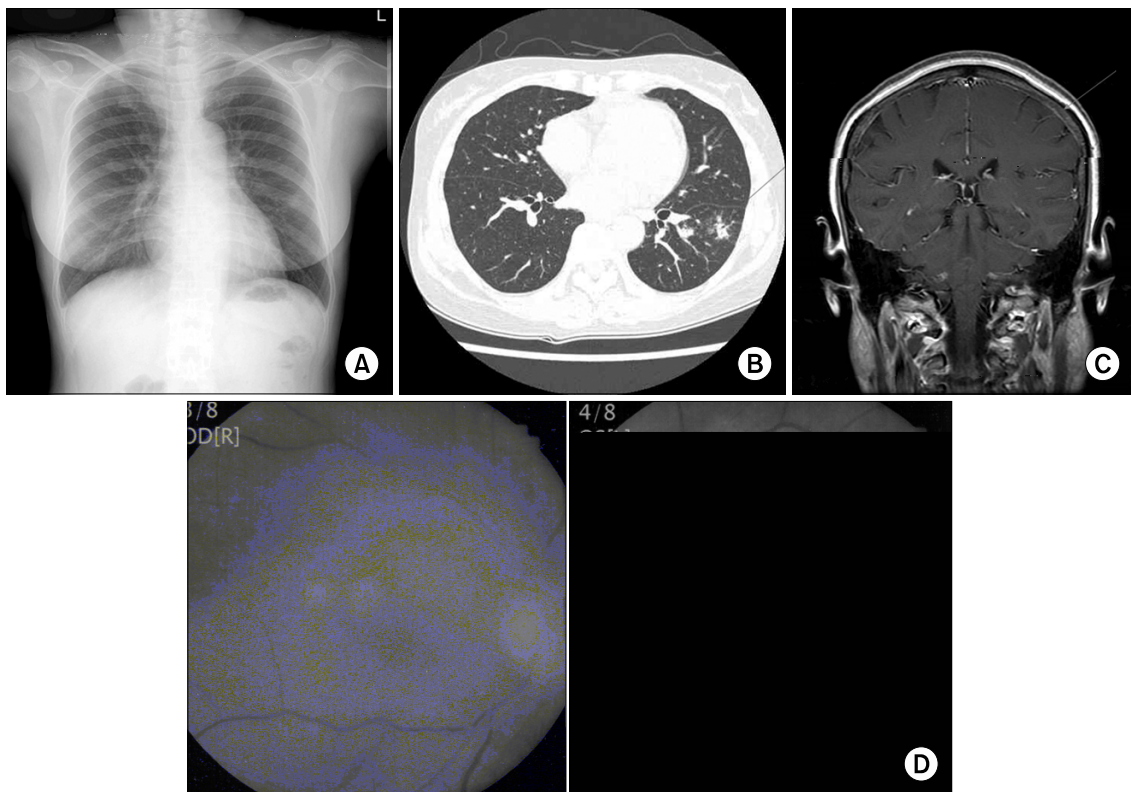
Imaging findings for cryptococcal infections. (A) Chest radiograph shows poorly defined nodular lesions in both middle lung zones. (B) High-resolution chest computed tomography reveals focal ground-glass opacity and poorly defined nodular lesions in the left lower lobe. (C) Coronal view of brain magnetic resonance imaging shows slightly prominent leptomeningeal enhancement in both cerebral hemispheres in T1-weighted image, suggestive of meningitis. (D) Fundus photography shows focal yellow fundus lesions measuring about pinpoint in size to 3mm in diameter, with no remarkable inflammatory response of the overlying vitreous in both eyes.
